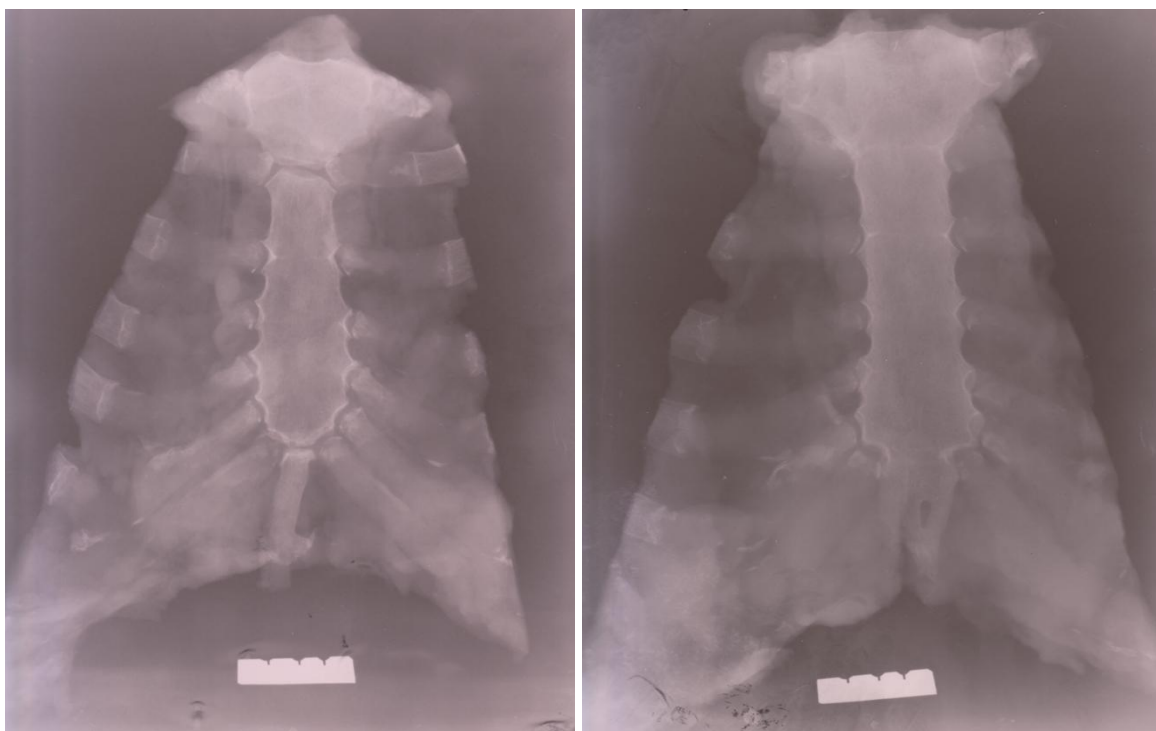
Рентгенограммы грудин с фрагментами хрящевых частей ребер [41]
